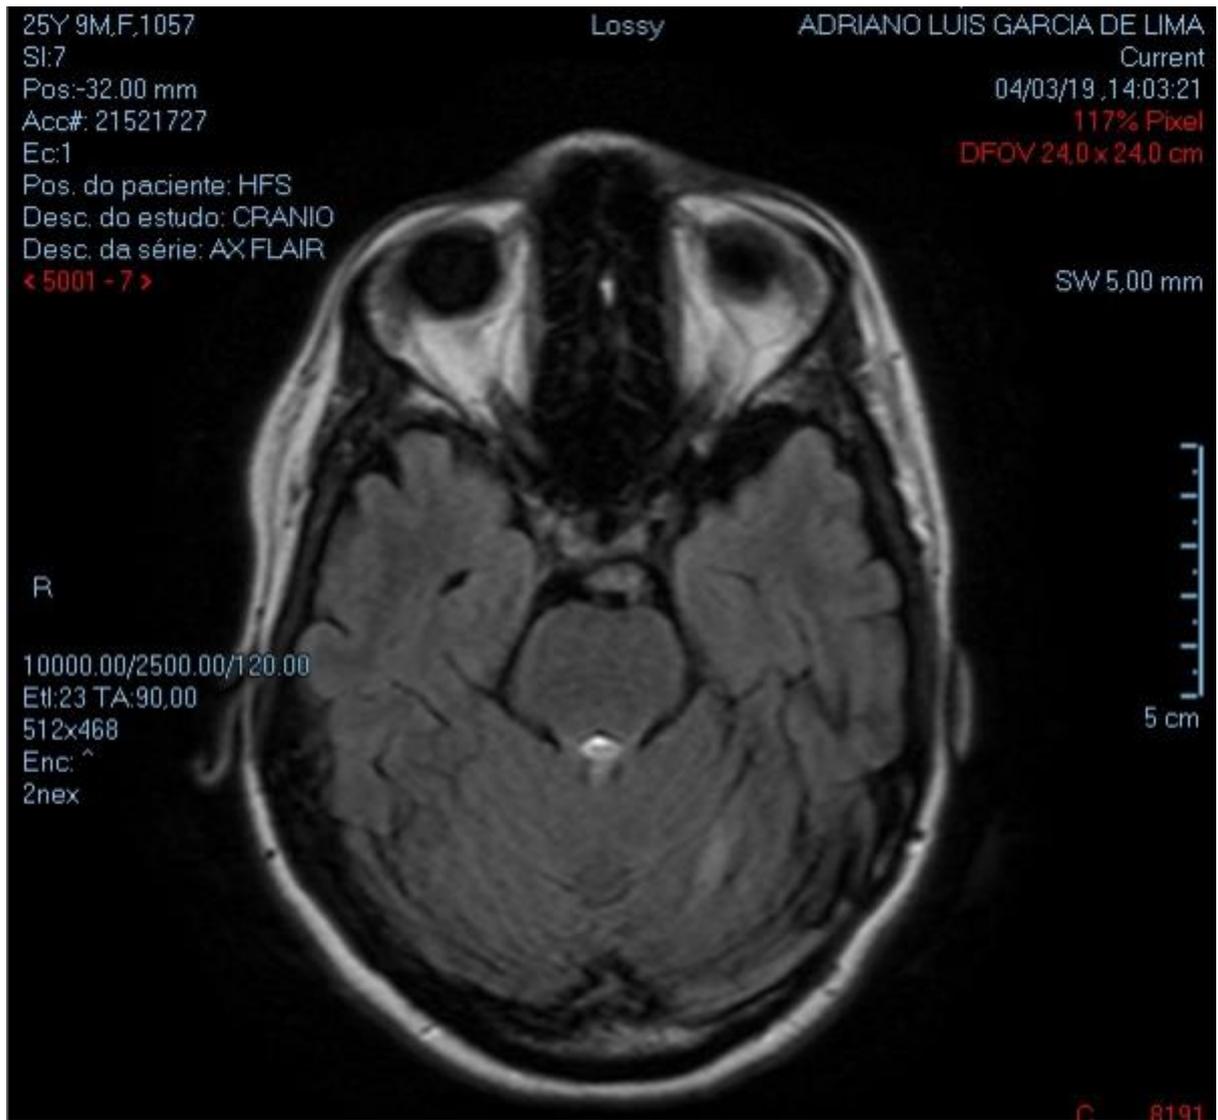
Ressonância magnética em corte axial onde notou-se ausência de lesão.
